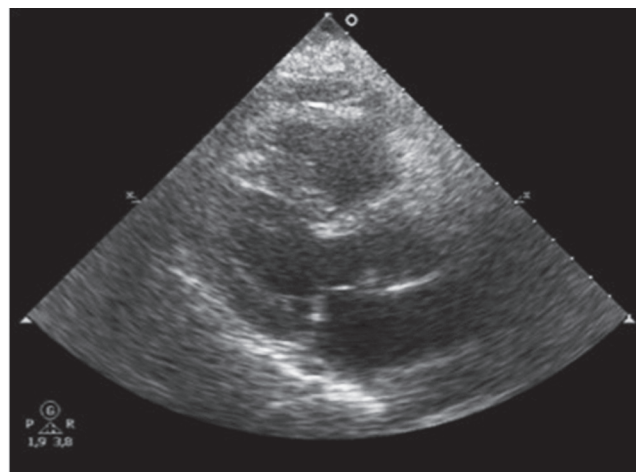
Ecocardiografía transtorácica de control con mejoría de la función ventricular
